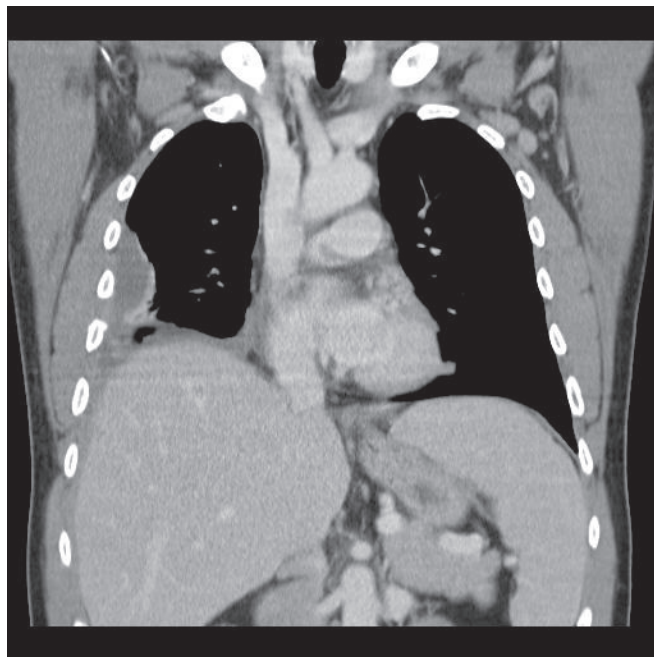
Tomografia computadorizada durante a internação demonstrando melhora do hemotórax à direita.
